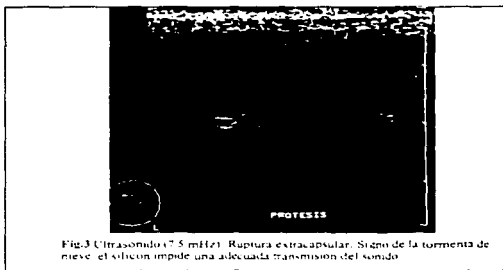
Ultrasonido a 5 MHz: Ruptura extracapsular. Signo de la tormenta de nieve: el silicón impide una adecuada transmisión del sonido
